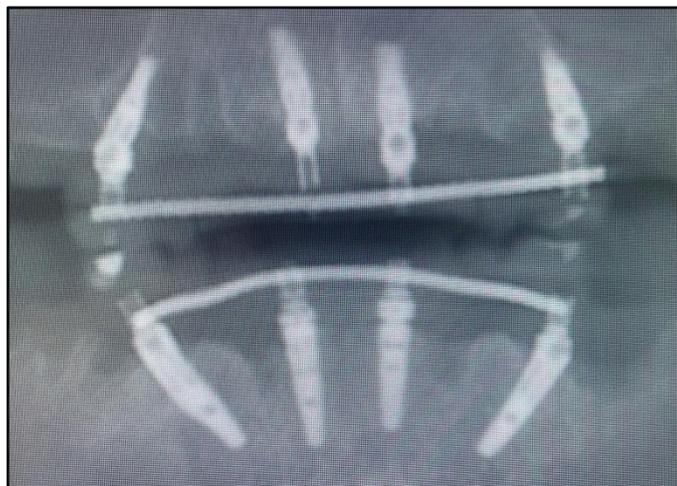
Radiographie post-opératoire
